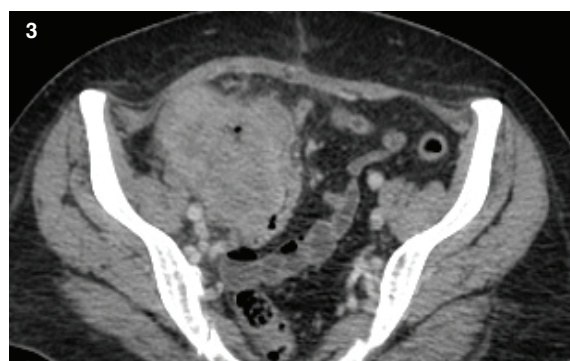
TC con contraste EV, en plano axial y sagital respectivamente. Paciente con cáncer de ciego y colon ascendente. Voluminosa formación de partes blandas con realce heterogéneo a expensas de sectores hipodensos en su interior, que le otorgan aspecto abscedado. D. presenta marcada extensión extramural invadiendo el techo de la vejiga (flecha).
